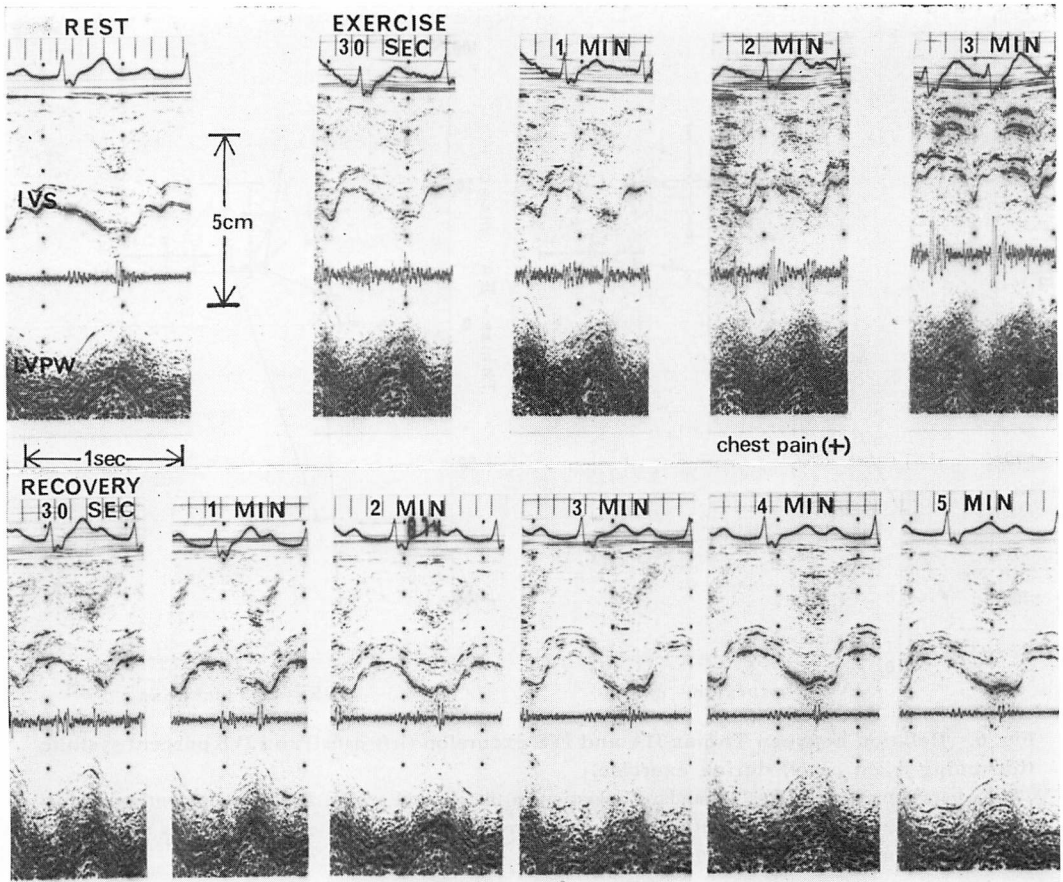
Representative exercise echocardiograms of a patient with proximal LAD disease (Angina pectoris (K. K., 43-y-o, male)).
